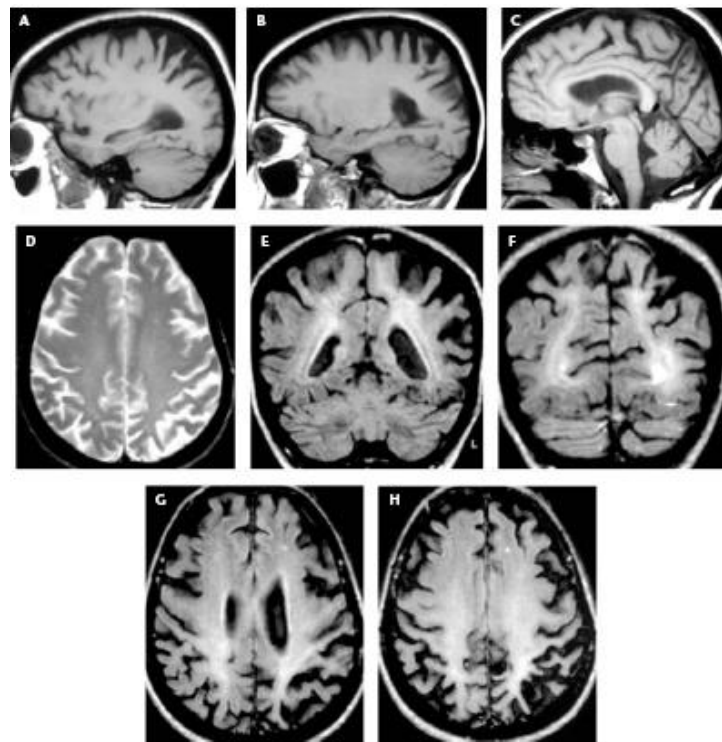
Immagini di RM in paziente affetto da CBS. Le sezioni sagittali in T1 (A-C) mostrano una prevalente distribuzione dell'atrofia a livello del lobo parietale dell'emisfero sinistro (A e B). La sezione sagittale mediana (C) dimostra un mesencefalo normale. La sezione assiale in T2 (D) mostra una prevalente atrofia in regione parietale sinistra con iperintensità di segnale nelle regioni posteriori. Le sezioni coronariche in sequenza FLAIR (E, F) confermano l'asimmetria dell'atrofia e mostrano in modo più evidente le alterazioni di segnale della sostanza bianca utile dirlo?. Le immagini in G e H mostrano sezioni assiali FLAIR (G, H) nello stesso paziente a distanza di due anni: è evidente la progressione dell'atrofia, sempre asimmetrica con maggior prevalenza sinistra (Savoiaro et al., 2000)
